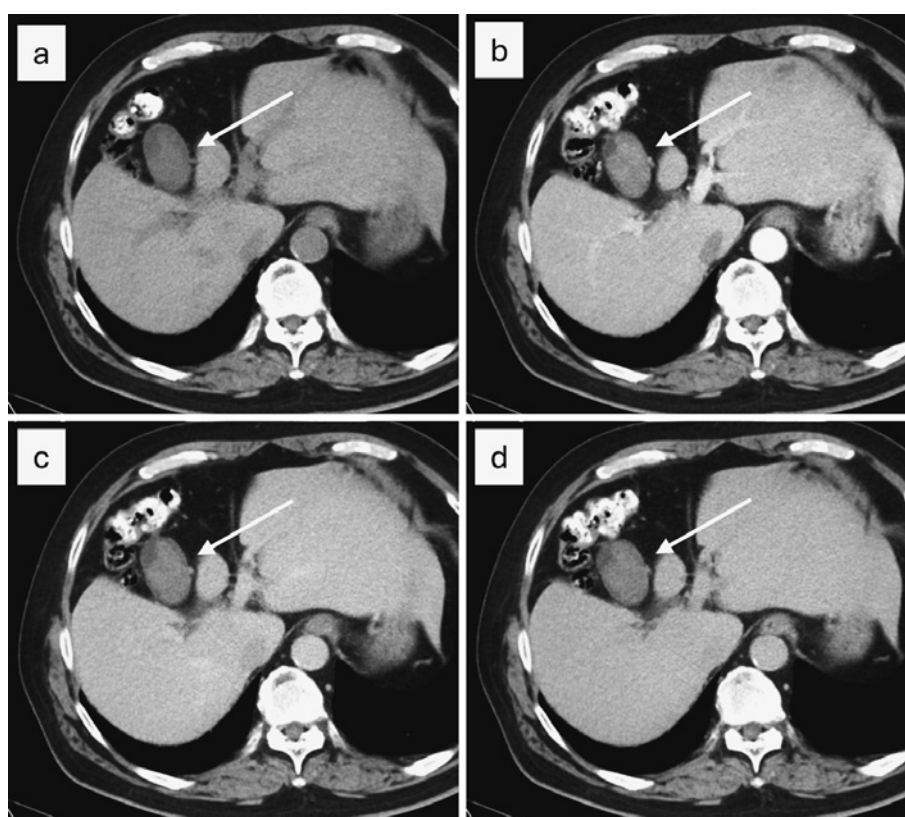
造影ダイナミックCT：(a) 単純, (b) 動脈相, (c) 門脈相, (d) 平衡相
